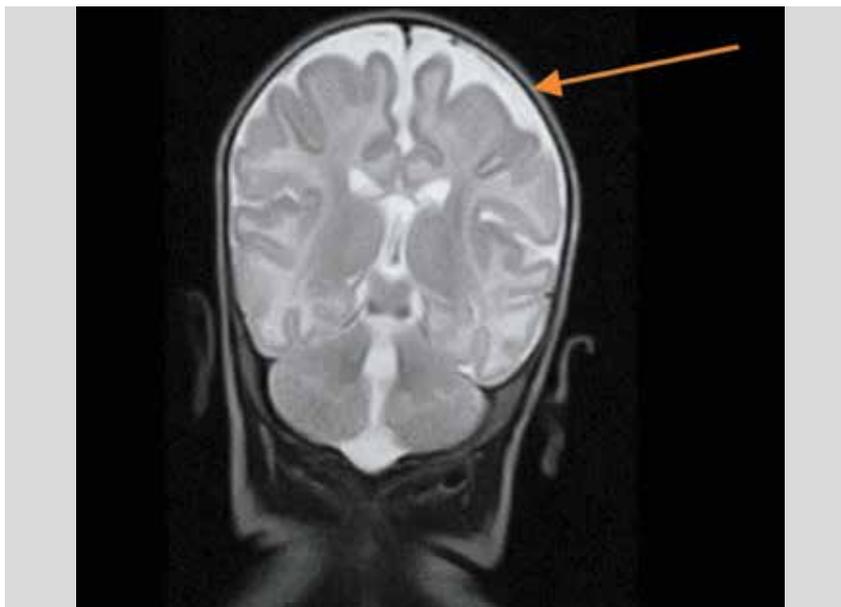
МР-томография головного мозга пациента М., СВ 24 мес. (фронтальное сечение)
